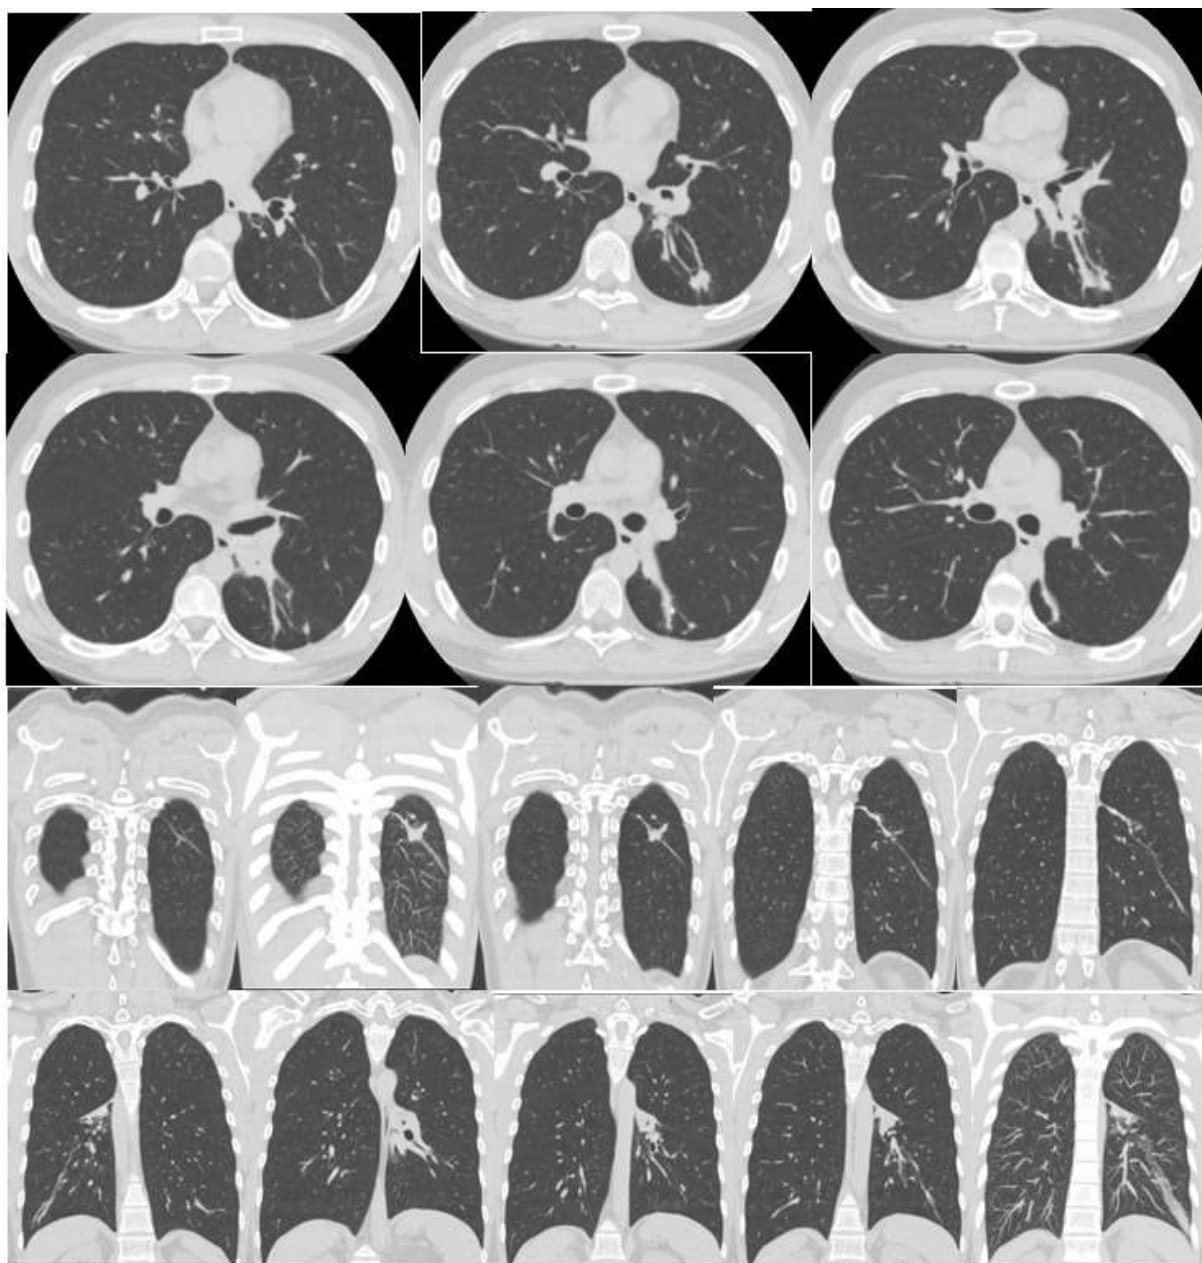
МСКТ ОГК при поступлении пациента С, 1989 г. р. Описание в тексте
